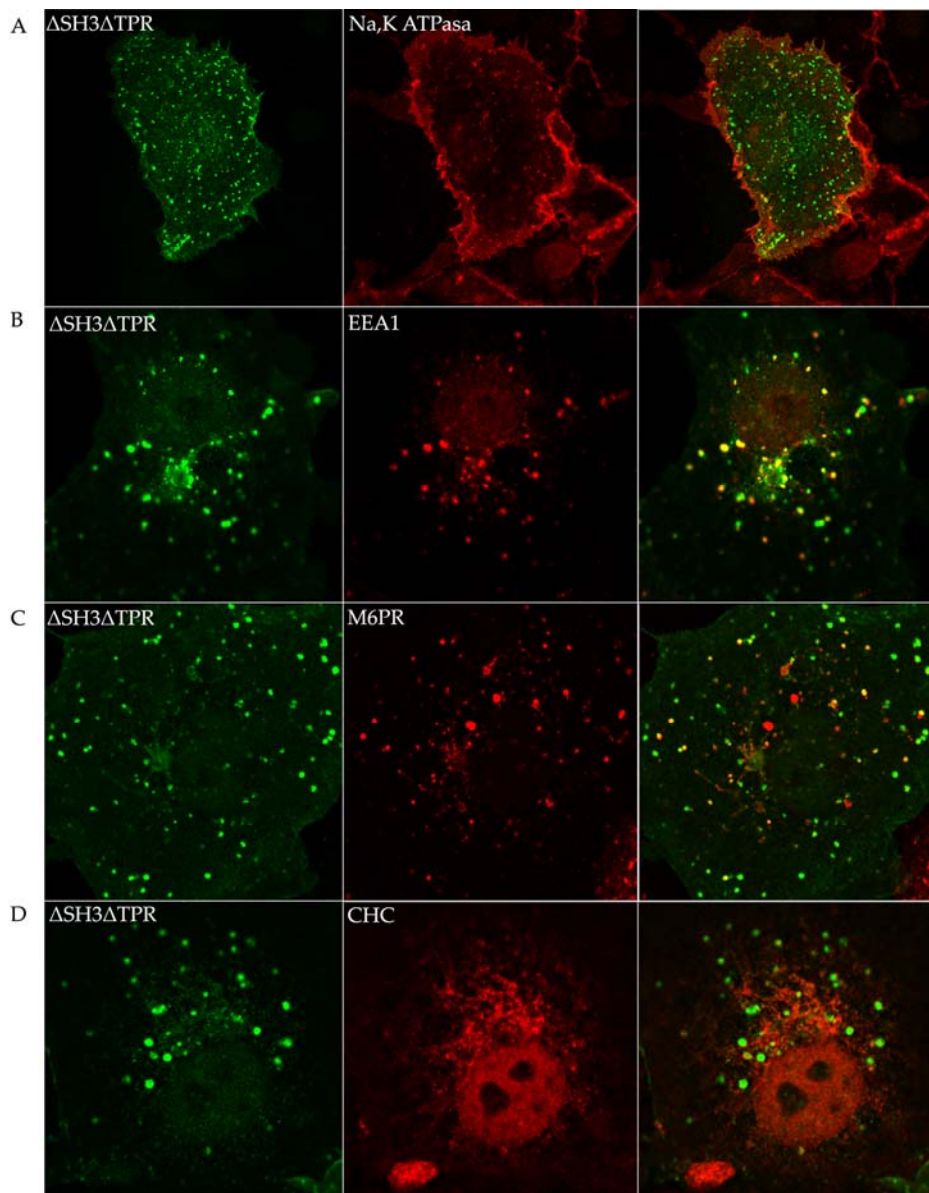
Efecto de la delección de los dominios SH3 y TPR sobre la localización de SH3TC2. Células COS-7, transfectadas con Δ SH3 Δ TPR. Tras la fijación, las células se inmunodetectaron con anti-HA (A-D, canal verde), y uno de los siguientes marcadores de orgánulos (canal rojo): anti-Na,K-ATPasa (A), anti-EEA1 (B), anti-M6PR (C), y anti-CHC (D). En el panel derecho se muestra la superposición de las imágenes obtenidas con los diferentes canales
